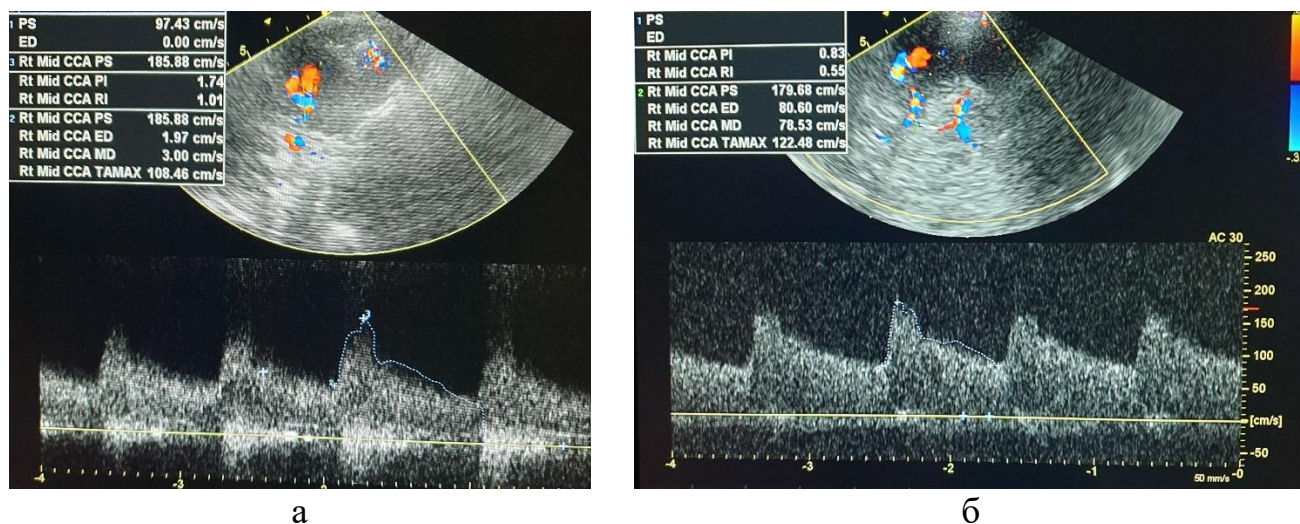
Транскраниальное дуплексное сканирование артерий головного мозга через височное окно: синдром гиперперфузии в виде ускорения TAMAX до 186 см/с и повышение индексов периферического сопротивления ( $PI=1,7$ ;  $RI=1,0$ ) на 1 сутки после тромбэкстракции (а), синдром гиперперфузии в виде ускорения TAMAX до 180 см/с, индексы периферического сопротивления снижаются ( $PI=0,8$ ;  $RI=0,5$ ) на 3 сутки после тромбэкстракции (б)
